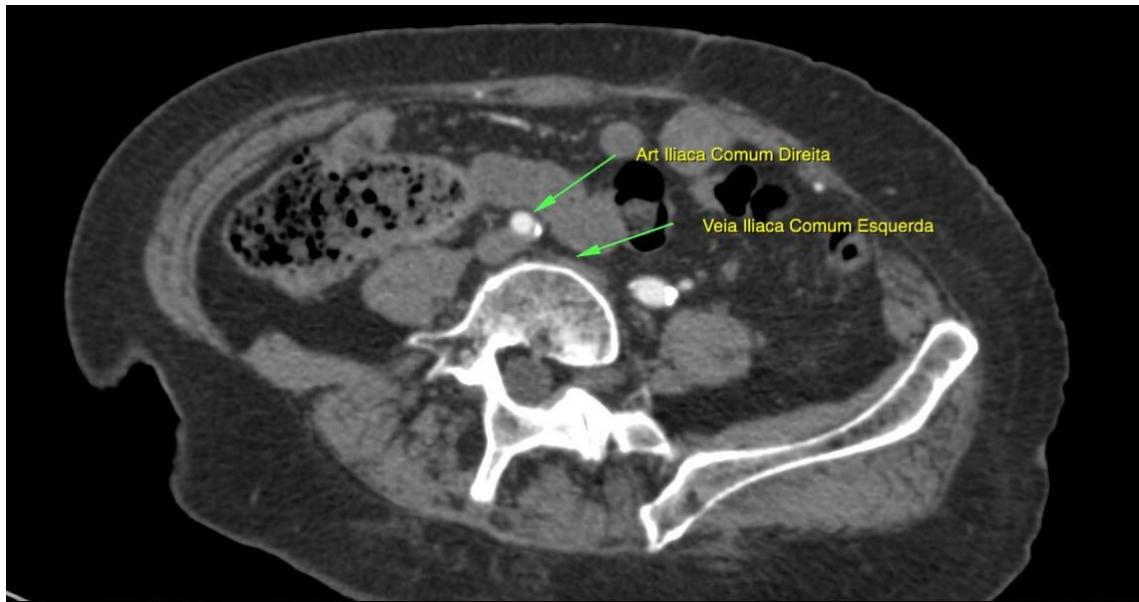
Angio-TC mostrando a compressão da Veia Ilíaca Comum Esquerda
